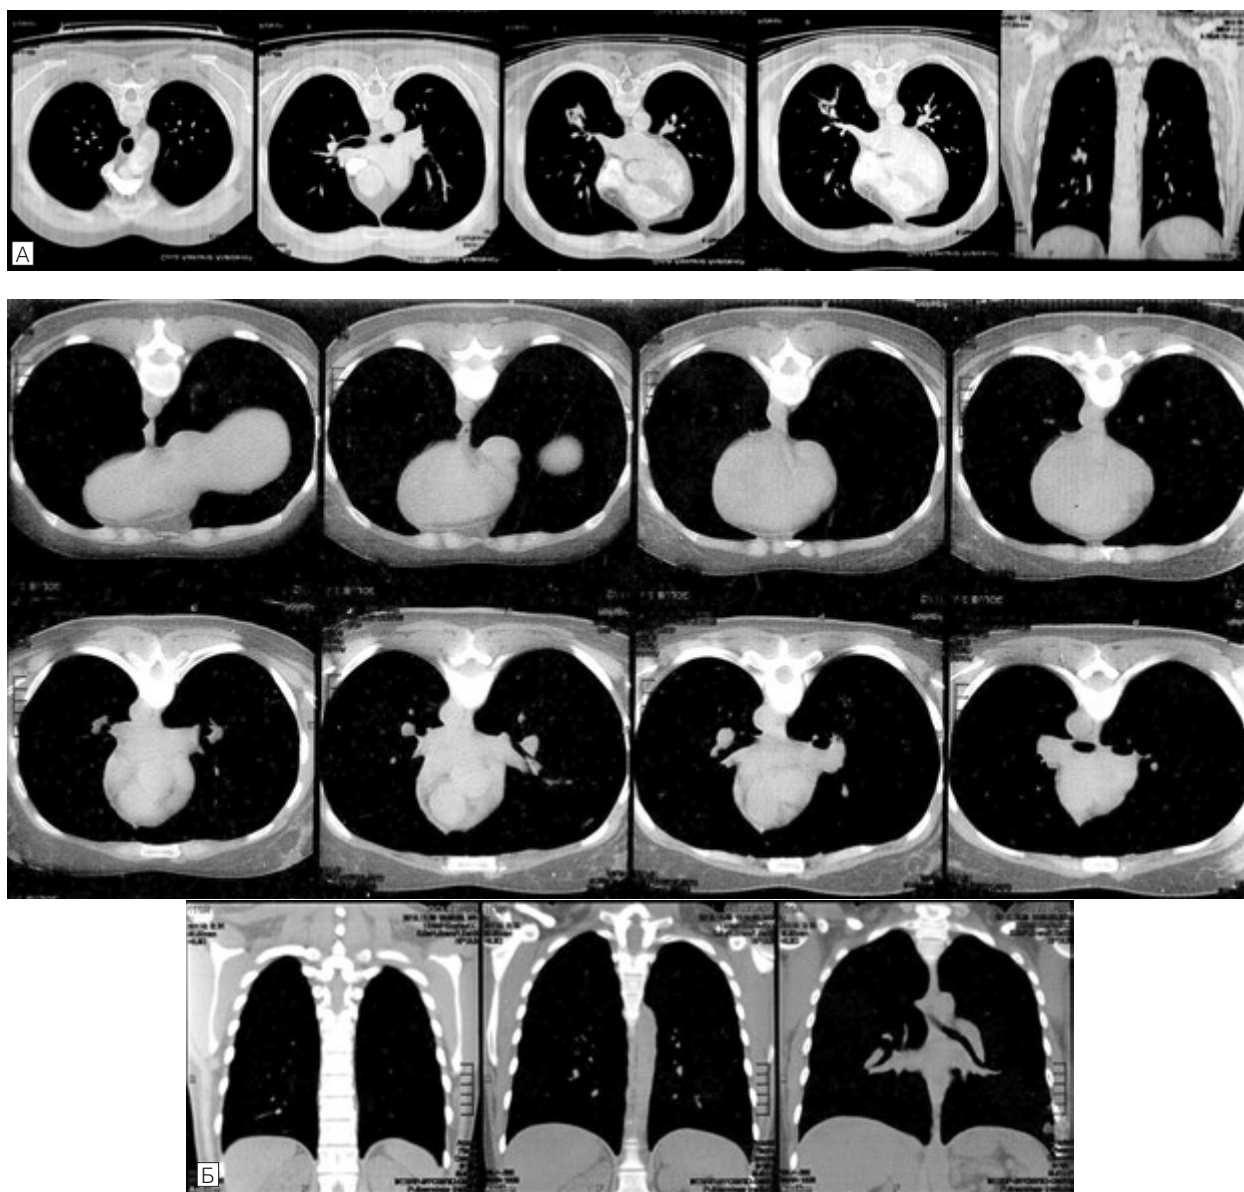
Первинний туберкульозний комплекс правої легені того ж хворого під час 12-місячної ізоніазидотерапії. Фрагменти зрізів комп'ютерної томографії органів грудної порожнини через 2,5 міс (07.08.2015 р.) — (А), через 6 і 12 міс — (Б) ізоніазидотерапії, під час якої відбулася повна регресія локальної форми туберкульозу.
